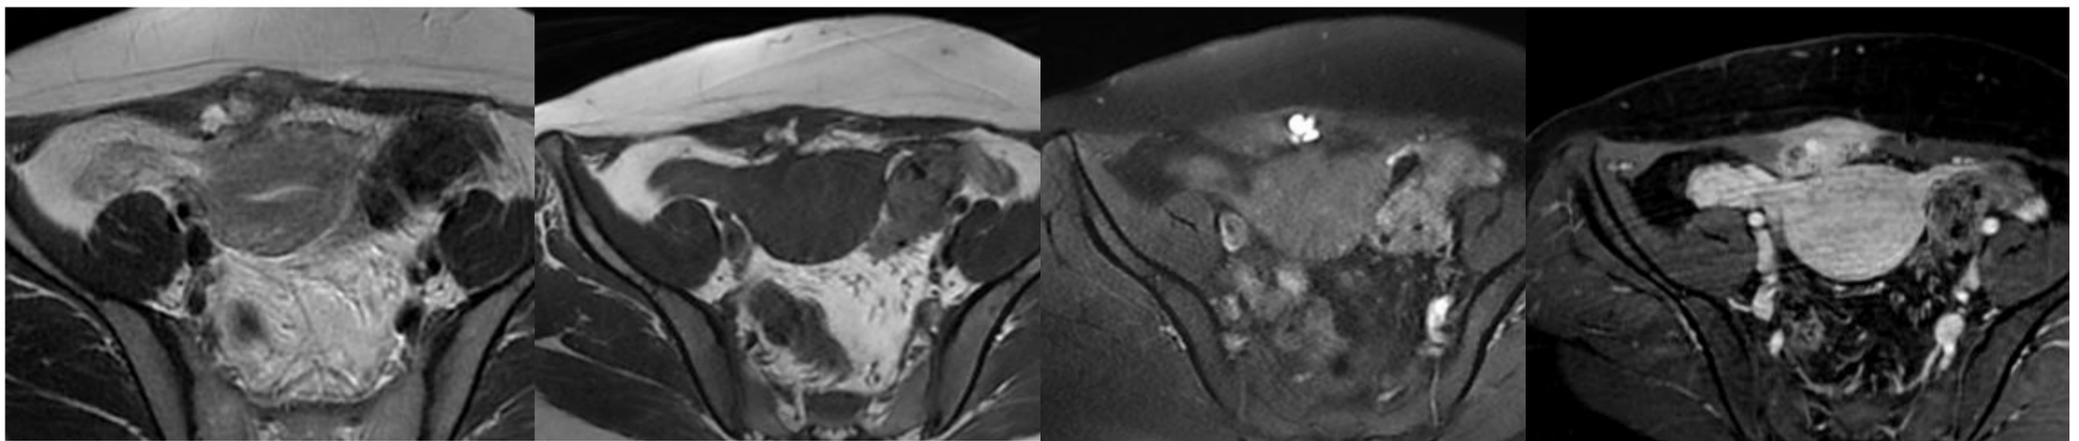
RM de pelvis secuencias T2, T1, T1 fat sat y T1 con CIV fat sat : lesión con ↓ señal en T2 con focos de ↑ señal en T1 y T2 y captación de CIV.
